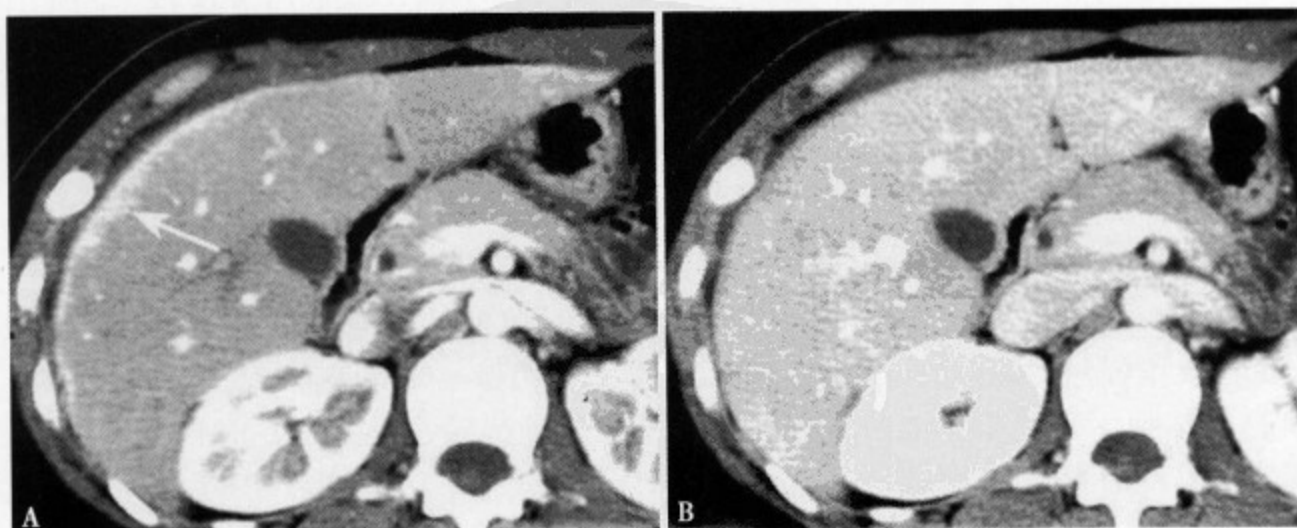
增强 CT (A) 显示肝右叶前、外侧包膜明显强化, 呈不规则带状增厚, 局部受累的肝实质呈斑状强化 (↑); 门脉期 (B) 病变强化不明显
